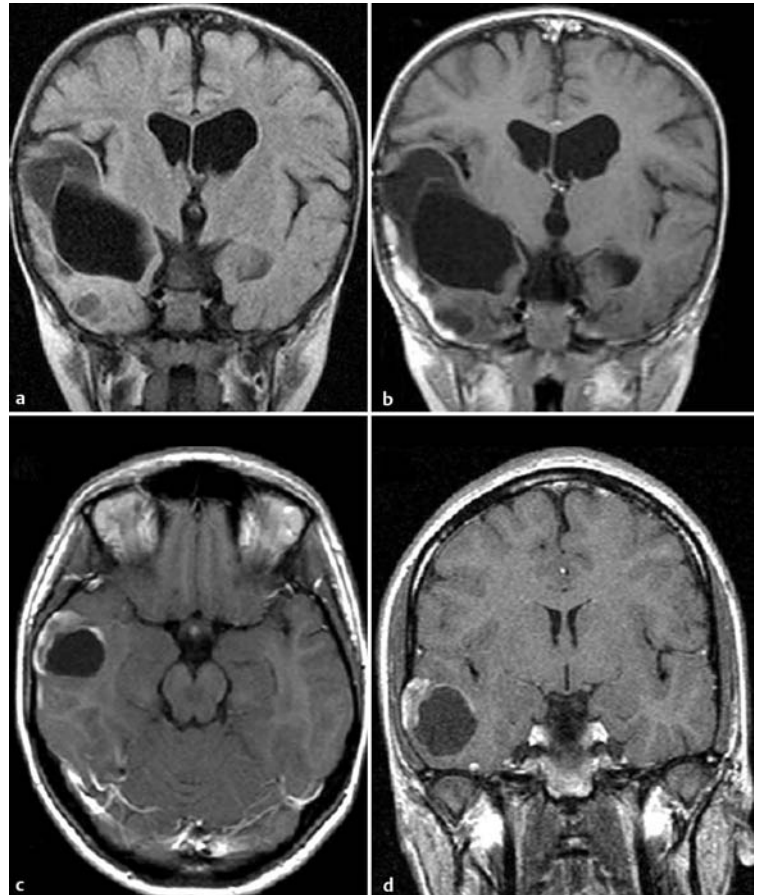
Oberflächliche Gliome mit leptomeningealer Beteiligung. a, b Desmoplastisches infantiles Gangliogliom (FLAIR, T1-Gewichtung mit Kontrastmittel). c, d Pleomorphes Xanthoastrozytom (T1-Gewichtung mit Kontrastmittel).
